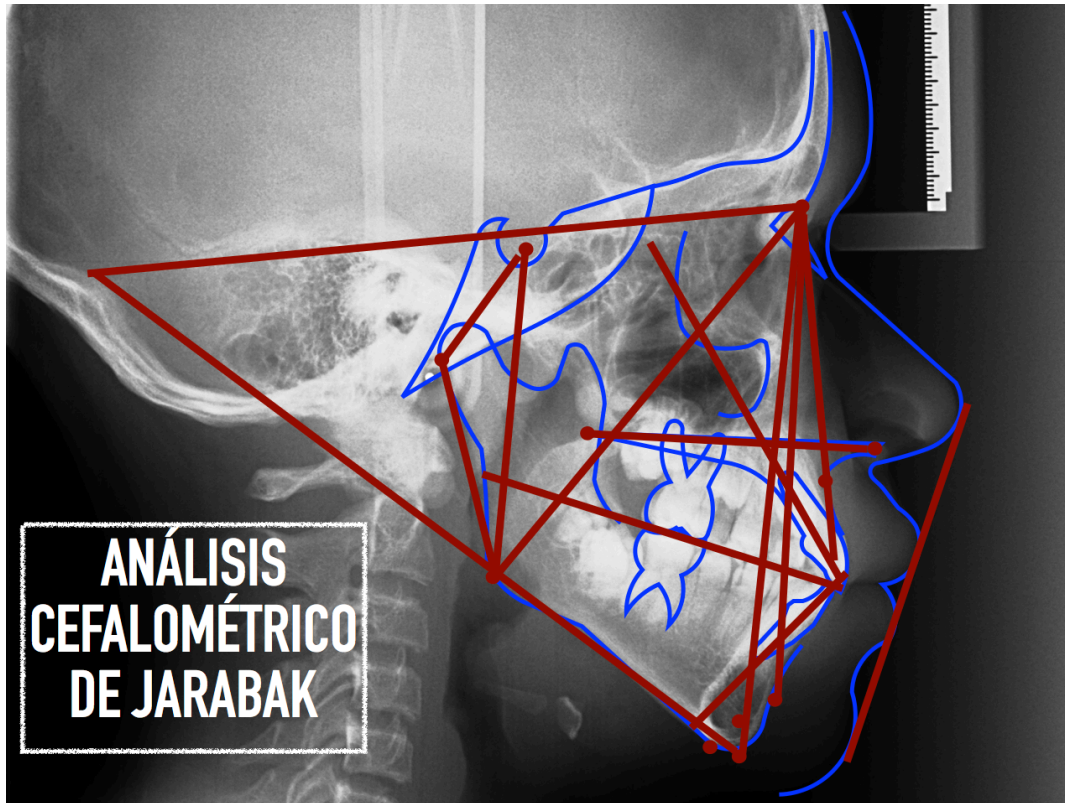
Radiografía lateral final, con trazado de Jarabak del 18-08-2016
